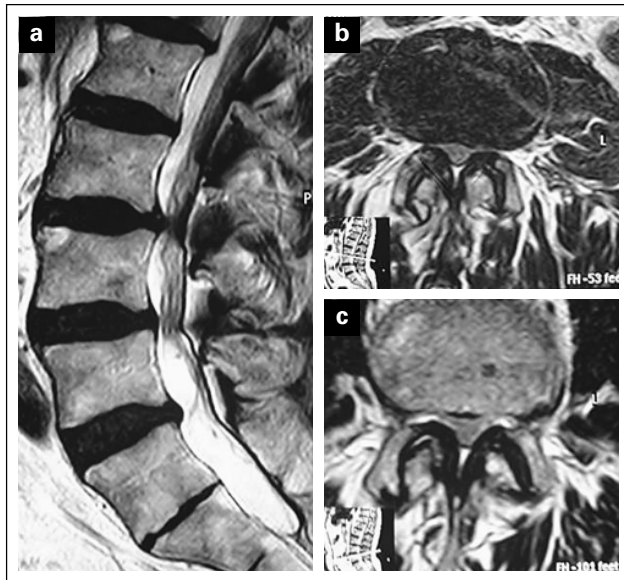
Vertebrostenose L2/3/4; klinisch Claudicatio spinalis, wenig Kreuzschmerz. Therapieempfehlung: Mikrodekompression L2/3/4, keine Stabilisierung. 1a: MRT T2 sagittal, 1b: MRT T2 axial L2/3, 1c: MRT T2 axial L3/4
